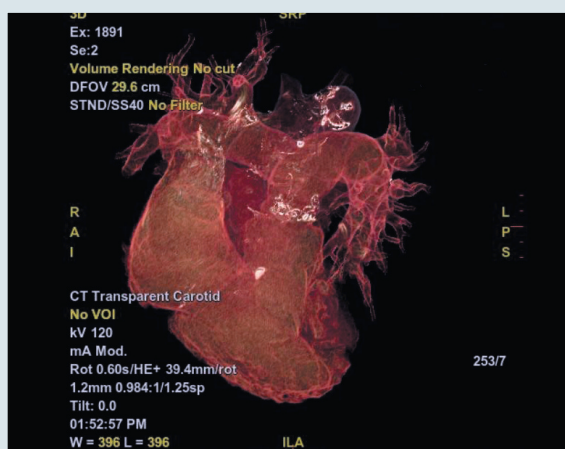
Доопераційна КТ-ангіографія з кольоровою 3D-реконструкцією (судинний режим)
